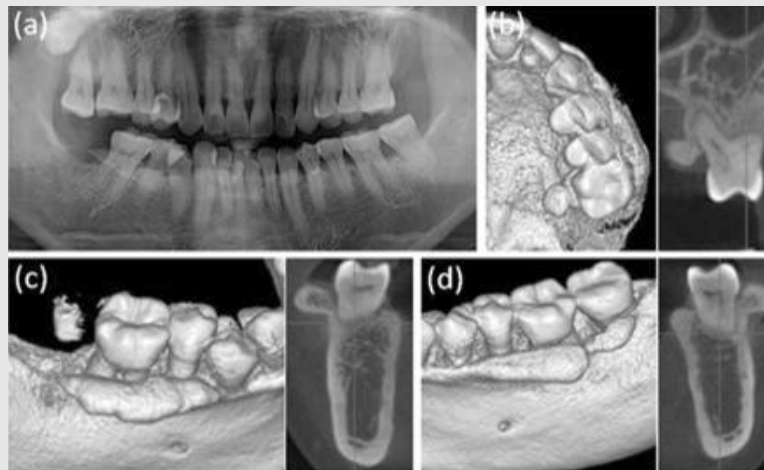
Pre-operative radiography. (a) Panoramic view (b-d) Three-dimensional reconstructive and cross-sectional views of computerized tomography (b) Left maxillary site (c) Right mandibular site (d) Left mandibular site.
